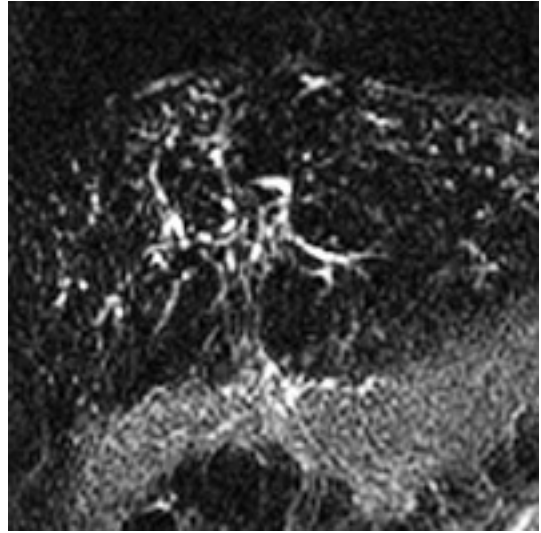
CP-IRM : cirrhose : aspect tortueux et désorganisé des VBIH sans dilatation des voies biliaires périphériques (flèches), (séquence SS-FSE, coupe frontale de 20 mm d'épaisseur, TE eff 800 msec).
